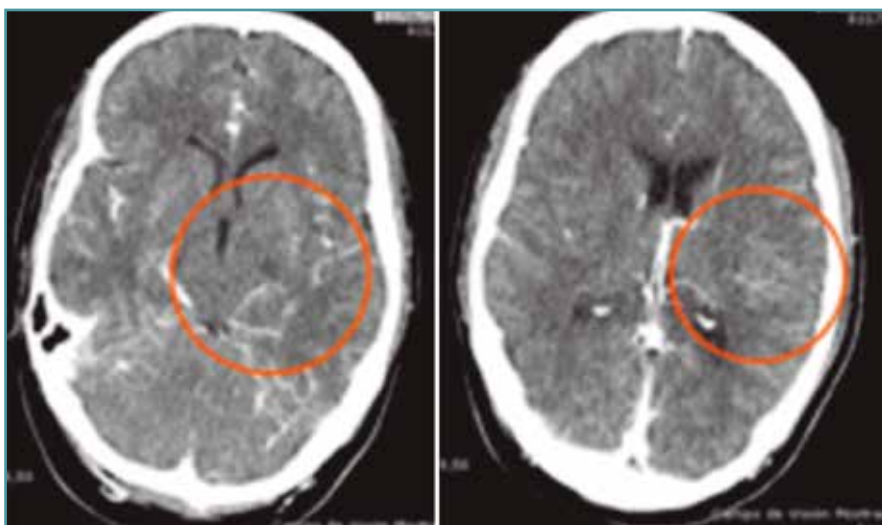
Angiotomografía computarizada donde se evidencia defecto de repleción en la arteria cerebral media izquierda, segmento M1, de 12,5 mm.
